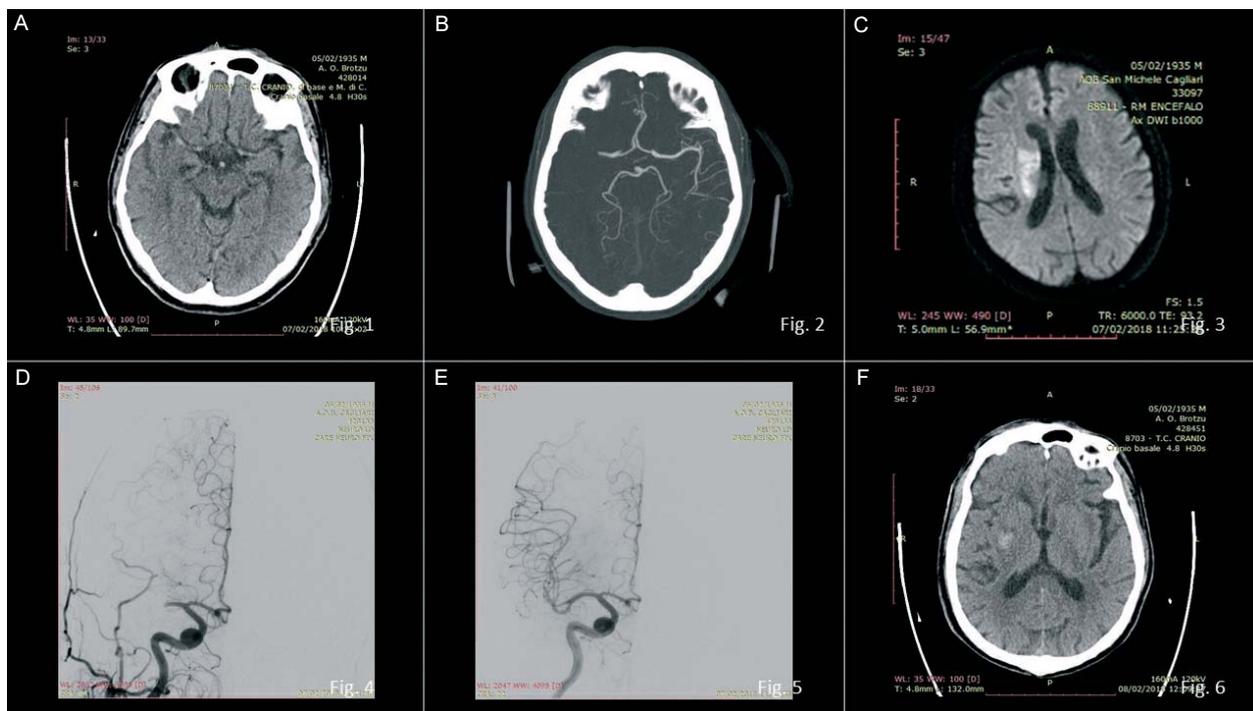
A. TC cranio basale; B. angioTC cranio con occlusione del primo segmento dell’arteria cerebrale media di destra; C. RM nelle sequenze DWI con evidenza del core ischemico; D. angiografia (Digital Subtraction Angiography: DSA) pre-trombectomia, che conferma occlusione del primo segmento dell’arteria cerebrale media di destra; E. Angiografia (DSA) post-trombectomia, che evidenzia completa ripercussione (TICI 3); F. TC cranio controllo, che mostra modesto infarcimento emorragico, che non è sintomatico.
